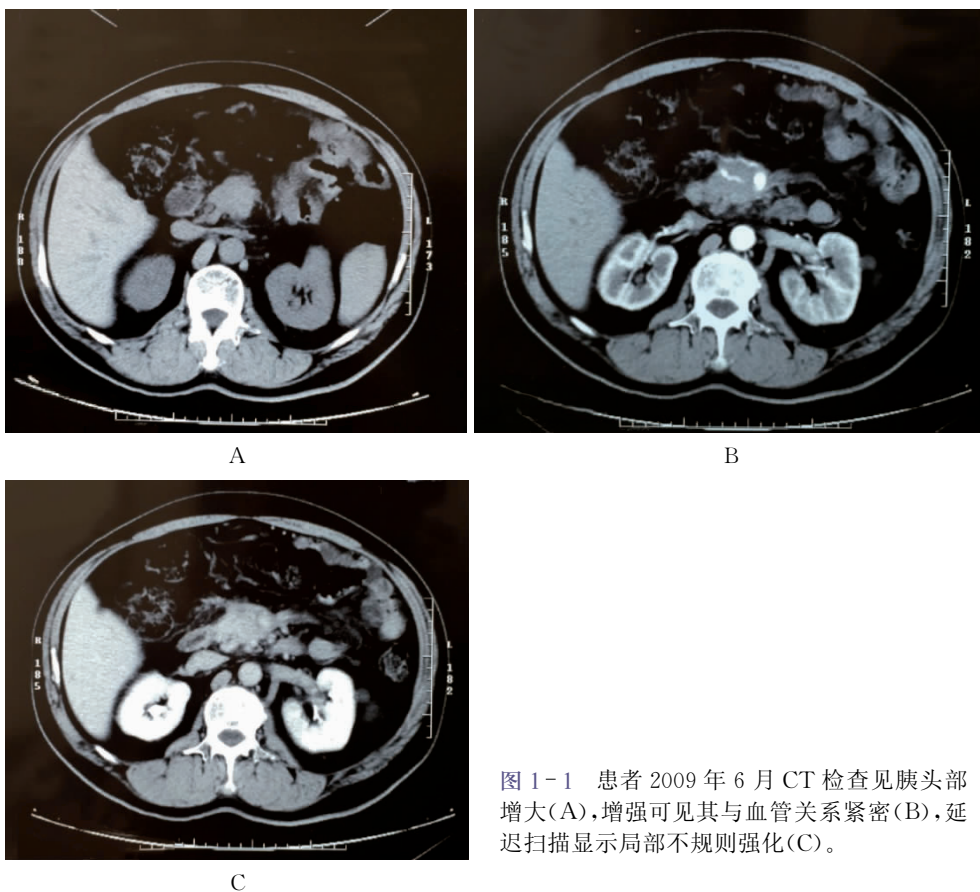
患者 2009 年 6 月 CT 检查见胰头部增大(A),增强可见其与血管关系紧密(B),延迟扫描显示局部不规则强化(C)。
